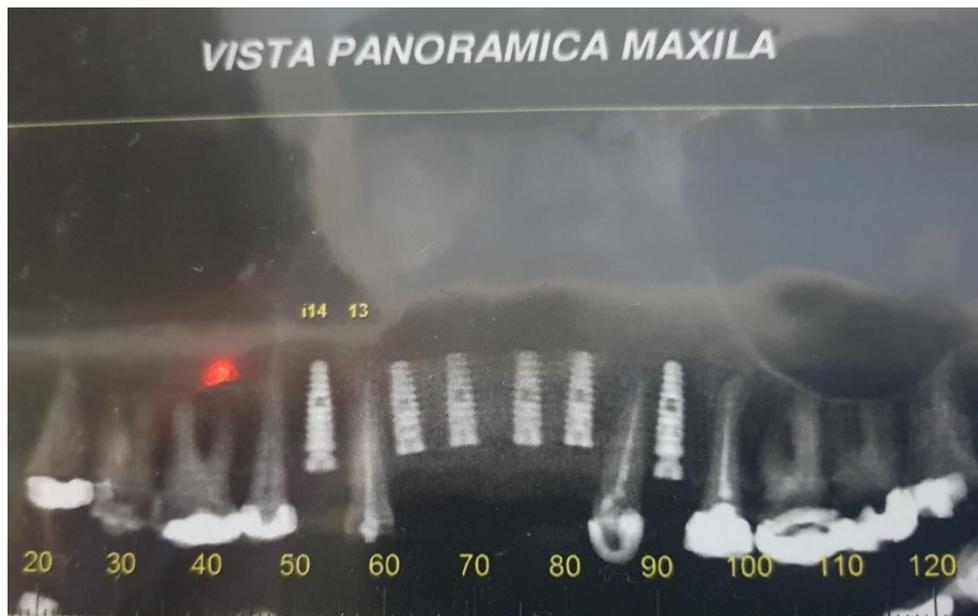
Tomografia vista panorâmica da maxila.
